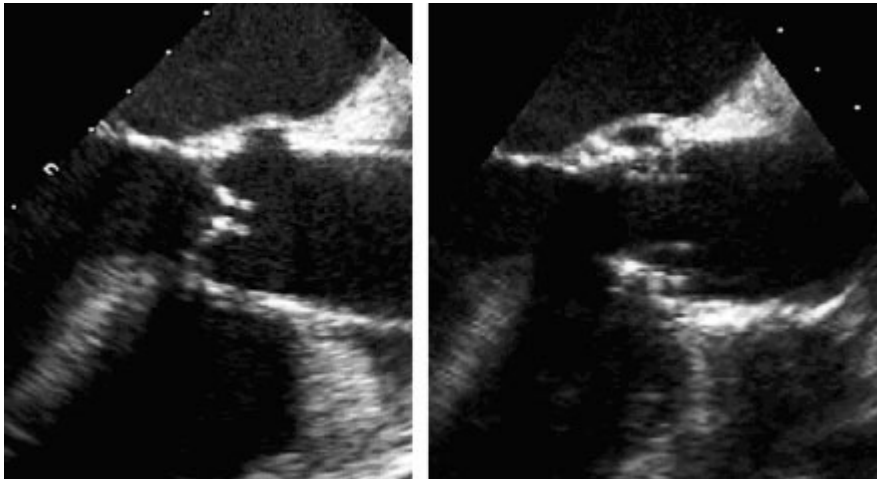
Immagini ecocardiografiche trans-esofagee. Stenosi aortica severa con ipomobilità e calcificazioni delle cuspidi valvolari native (a sinistra). Protesi aortica di Cribier-Edwards dopo l'impianto; le cuspidi protesiche sono mobili e di modesta ecorifrangenza (a destra).
